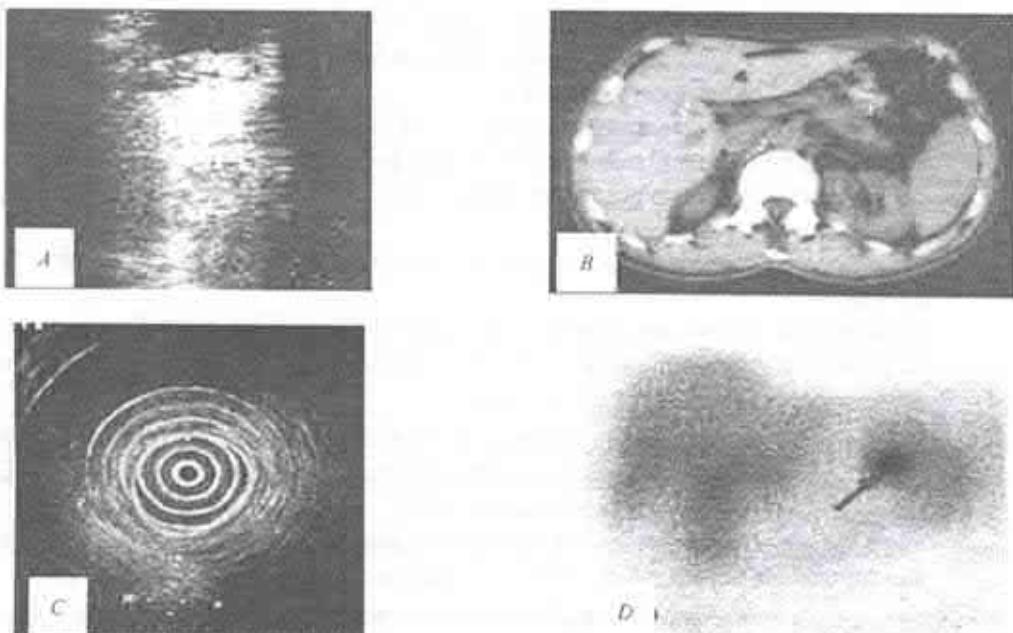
Insulinom: A – identificat intraoperatoriu cu ultrasunet USG; B – insulinom al segmentelor distale ale pancreasului (TC); C – insulinom cefalopancreatic (ecoendoscopie); D – identificat cu octreoscan (scintigrafie pancreatică).
